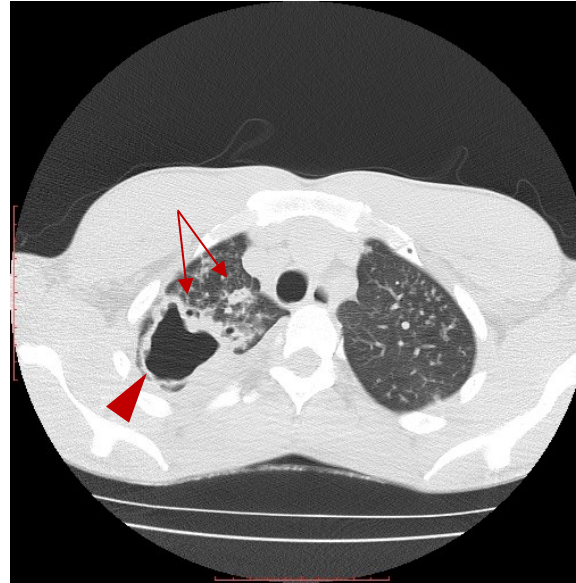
CT des Thorax transversal im Lungenfenster vom 01.02.2018; 29-jähriger Indexpatient: Große Kaverne (Pfeilspitze) im rechten apikalen Oberlappen mit angrenzendem Infiltrat (Pfeile)
